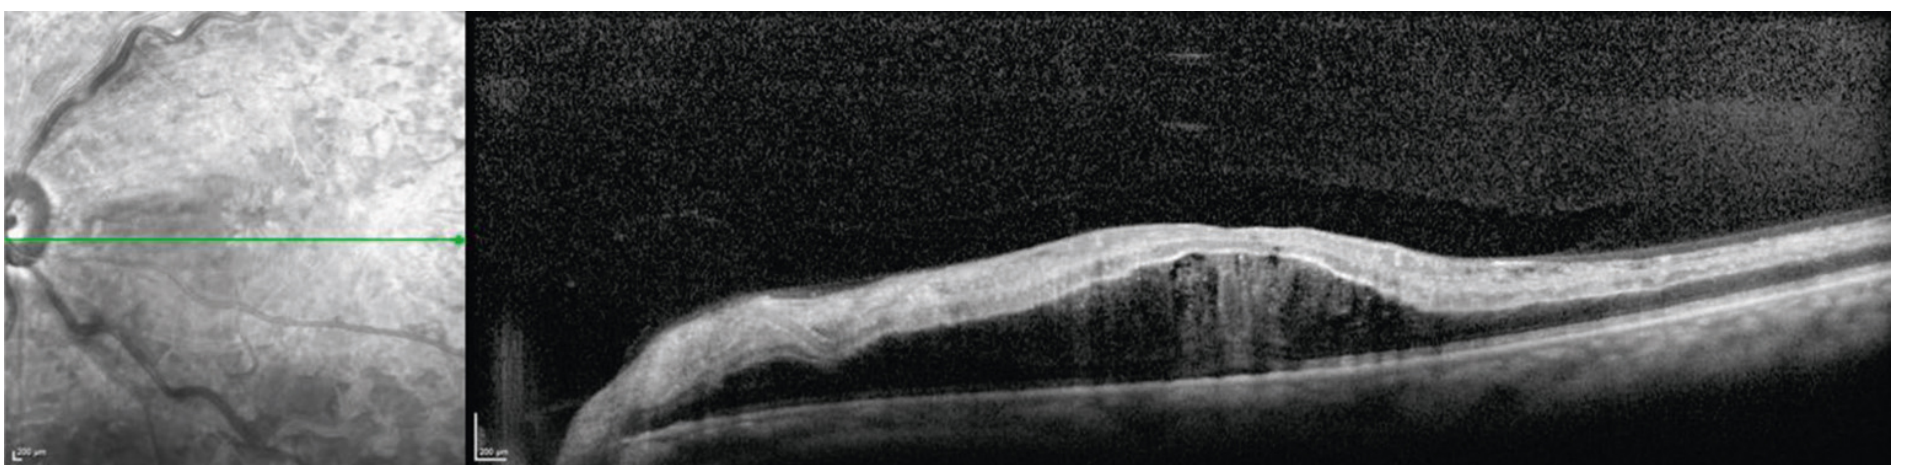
Photographie d'une tomographie en cohérence optique d'un œil gauche montrant un œdème maculaire avec perte de la dépression fovéolaire centrale.
